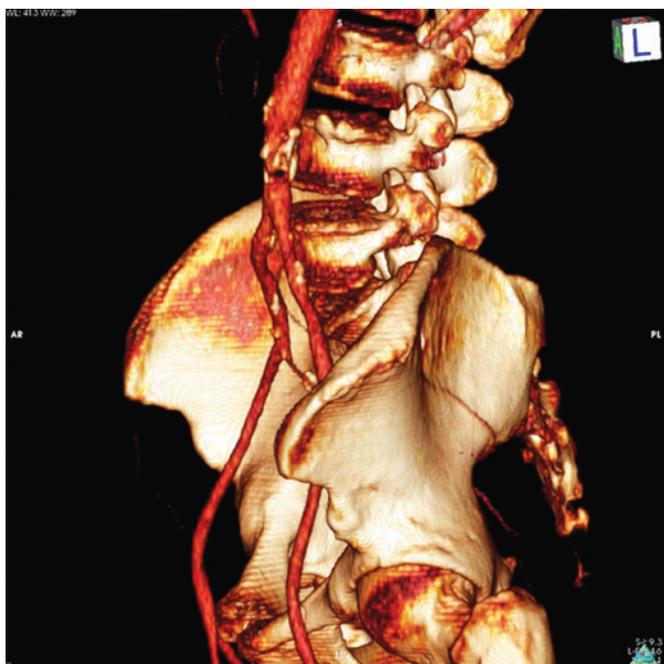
Angiotomografica com reconstrução tridimensional mostrando lesão aterosclerótica com obstrução da aorta
